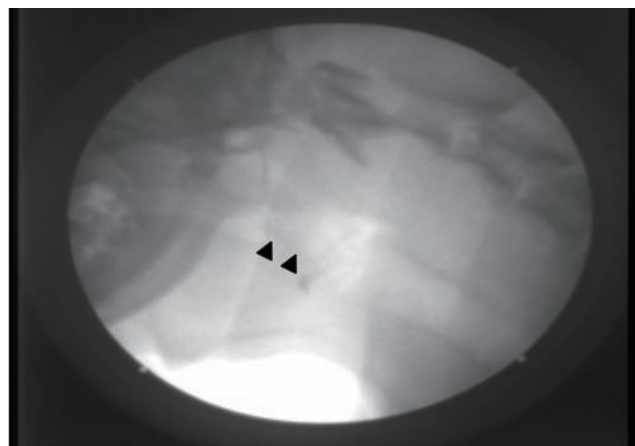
X線透視検査所見。パンティング時には喉頭蓋は軟口蓋の腹側に移動し（矢頭）、舌根に接触するように前方に位置していた。これはパンティング時の正常な喉頭蓋の位置である
